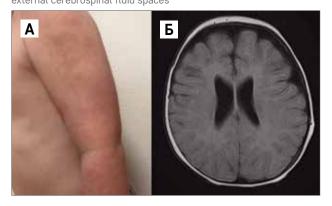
Кожный синдром (A) и магнитно-резонансная томография (Б) у пациентов с CAPS
